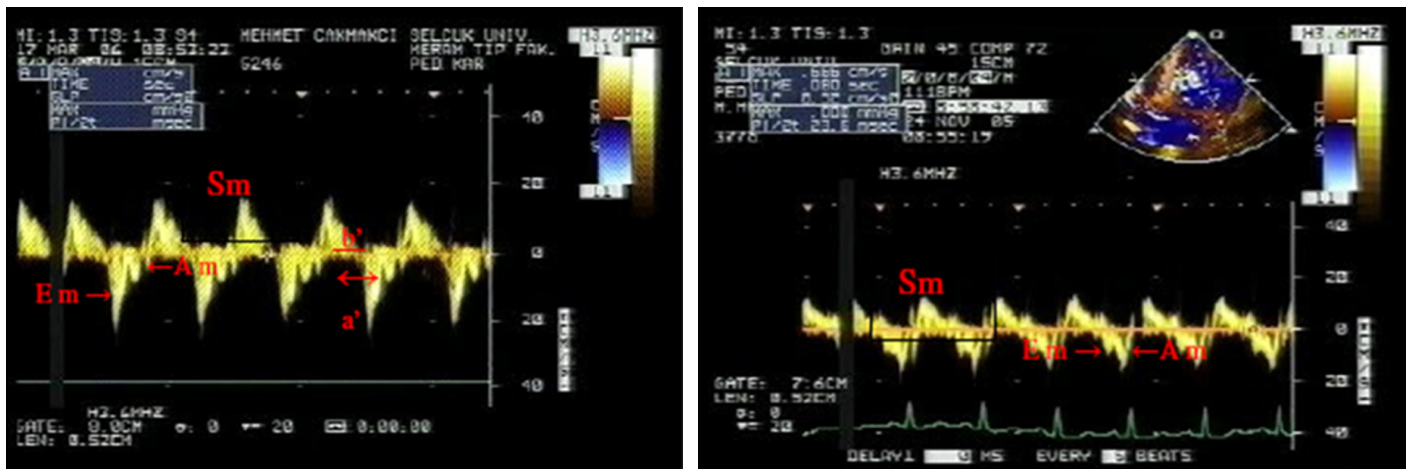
Mitral annulus motions from the apical 4-chamber view with tissue Doppler imaging in patients with severe MR (left) and healthy control (right). Em: Peak early diastolic myocardial velocity; Am: Peak atrial systolic velocity; Sm: Peak systolic myocardial velocity.
